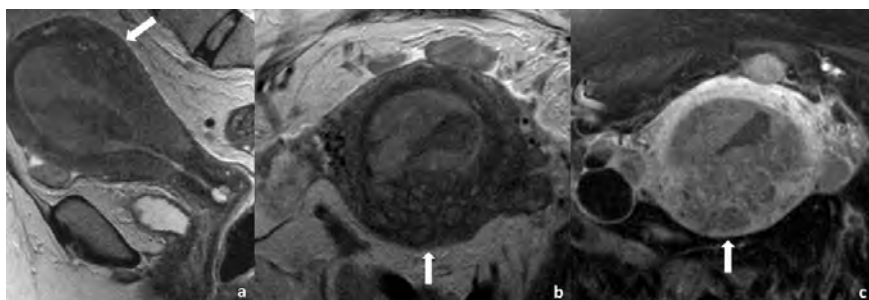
Mulher de 71 anos, com carcinoma do endométrio e adenomiose. A RM de estadiamento revela alargamento da cavidade endometrial e alteração de sinal do endométrio, visível em sequências ponderadas em T2 em plano sagital (a) e axial oblíquo (b) e em T1 com saturação de gordura após administração de gadolínio em plano axial oblíquo (c). A adenomiose, que envolve principalmente a parede posterior do útero, dificulta a adequada avaliação da invasão miometrial, apesar da utilização de adequados planos de corte (axial do corpo do útero).
